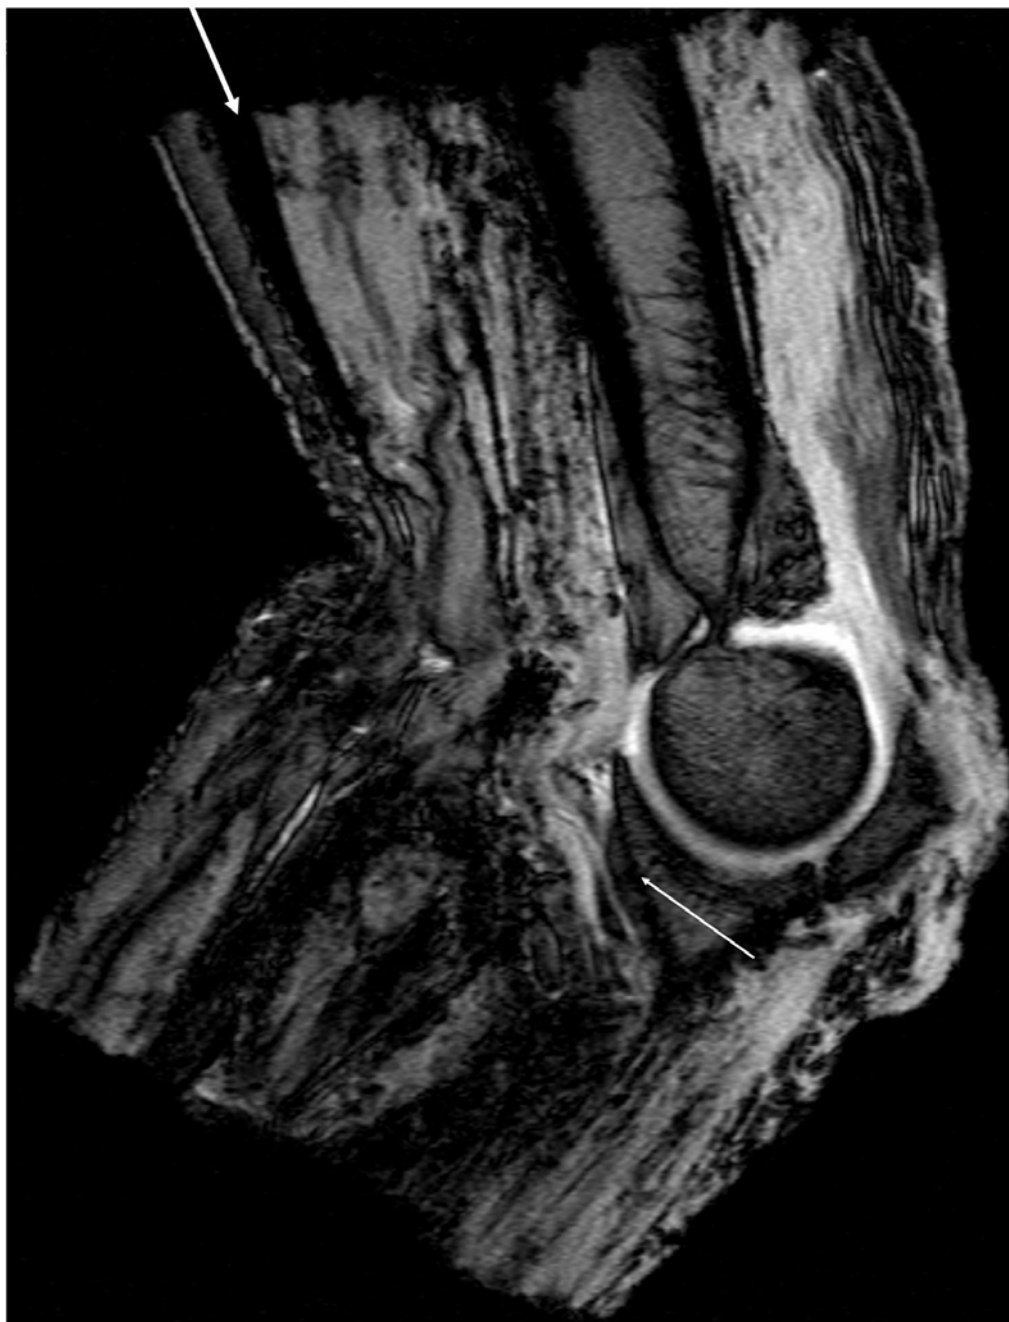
Sagittales T2- MRT der rechten Art. cubiti von 64 ♂.
